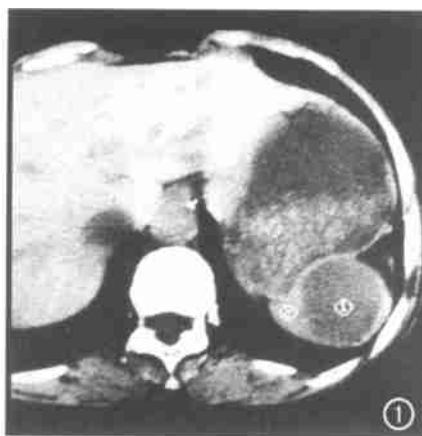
CT 示脾脏内圆形低密度囊性肿块, 轮廓清晰, 壁薄光整, 其内密度均匀, 呈水样密度; 胃后壁轻度受压。
